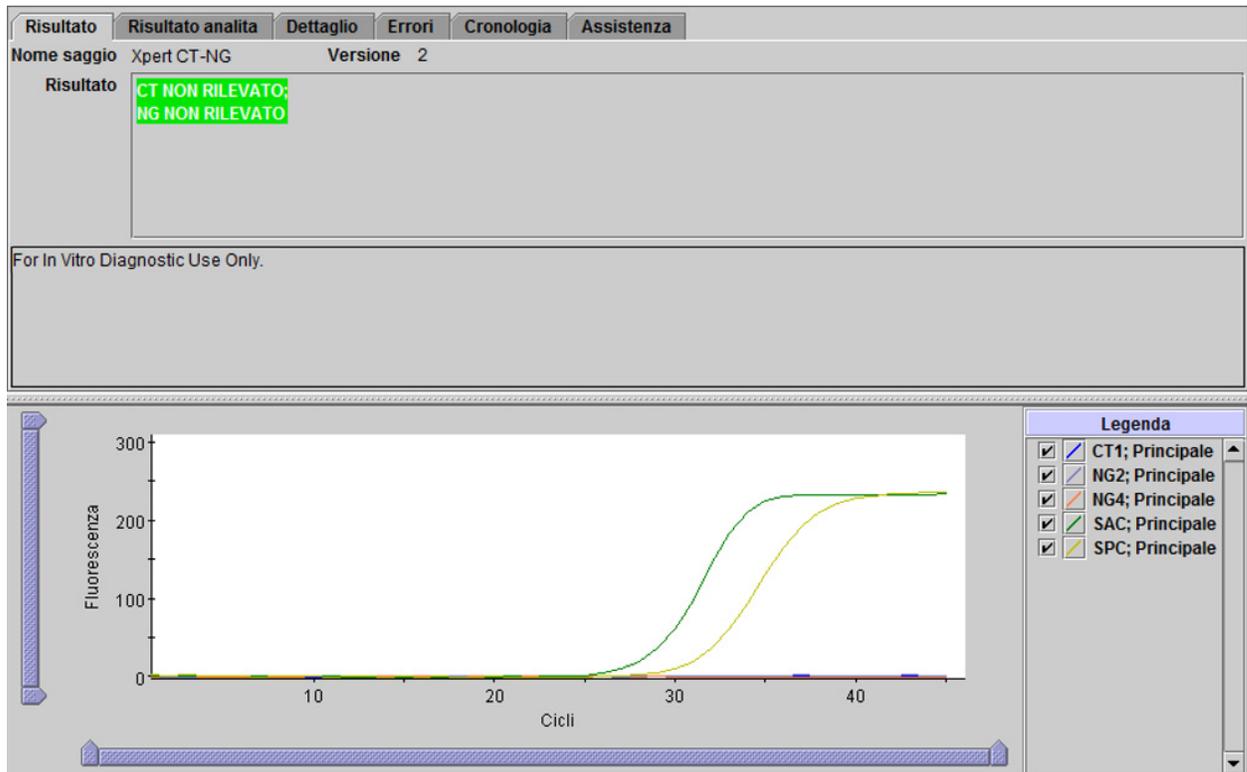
Xpert CT_NG - CT non rilevato e NG non rilevato
